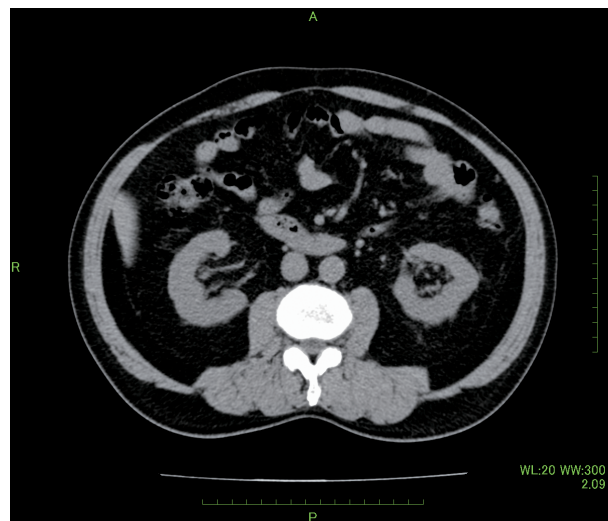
Abdominal CT image of a patient with METS
